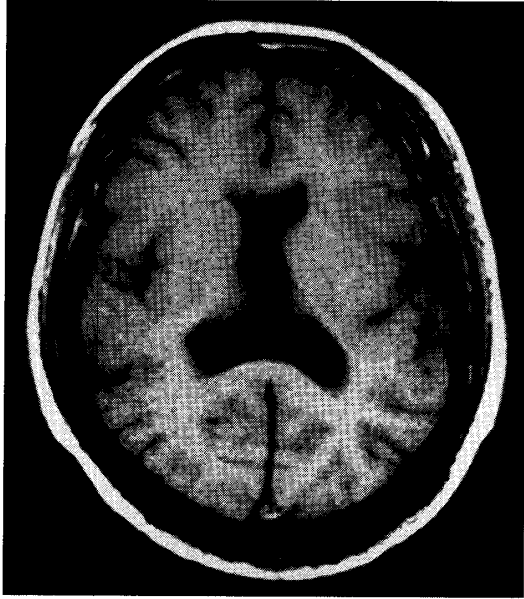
全前脳胞の41歳女子(精神遅滞を伴う乳児期発症の症候性全般てんかん)のMRI(T1強調水平断)脳波では覚醒時,睡眠時共に左右の中心部にspikeを認めた。てんかん発作は多剤併用にかかわらず難治であった。
